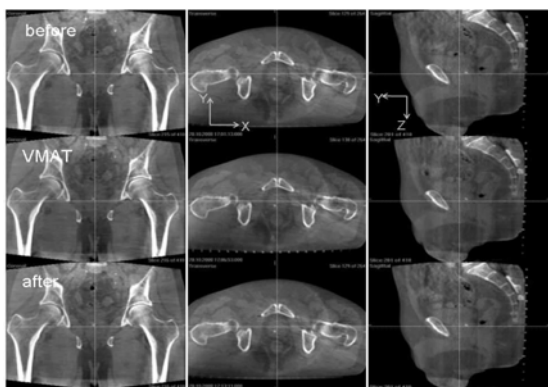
前立腺がん患者のVMAT治療前(上)、治療中(中)、治療後(下)のCBCT画像の比較
